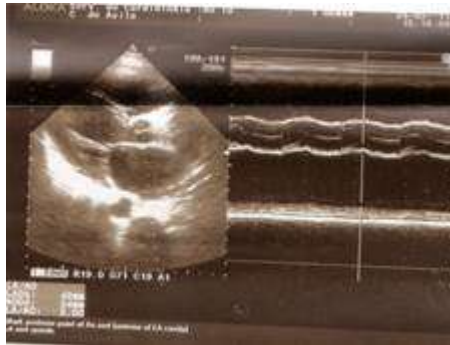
Ecocardiograma bidimensional con estimación de la Fracción de Eyección del Ventrículo Izquierdo (FEVI) por área longitudud.
